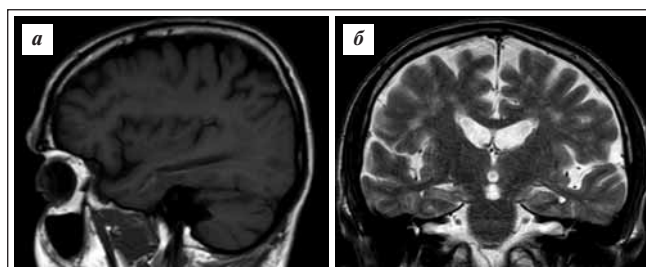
МРТ головного мозга от 19.09.2022.
